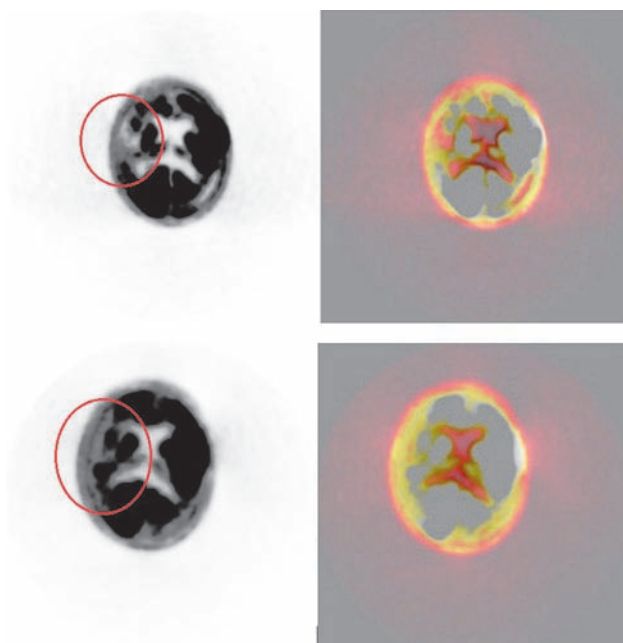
Brain PET CT: the top figure – after the first operation, the lower – after the second. In right temporal lobe area increase metabolism of 18F-FDG
